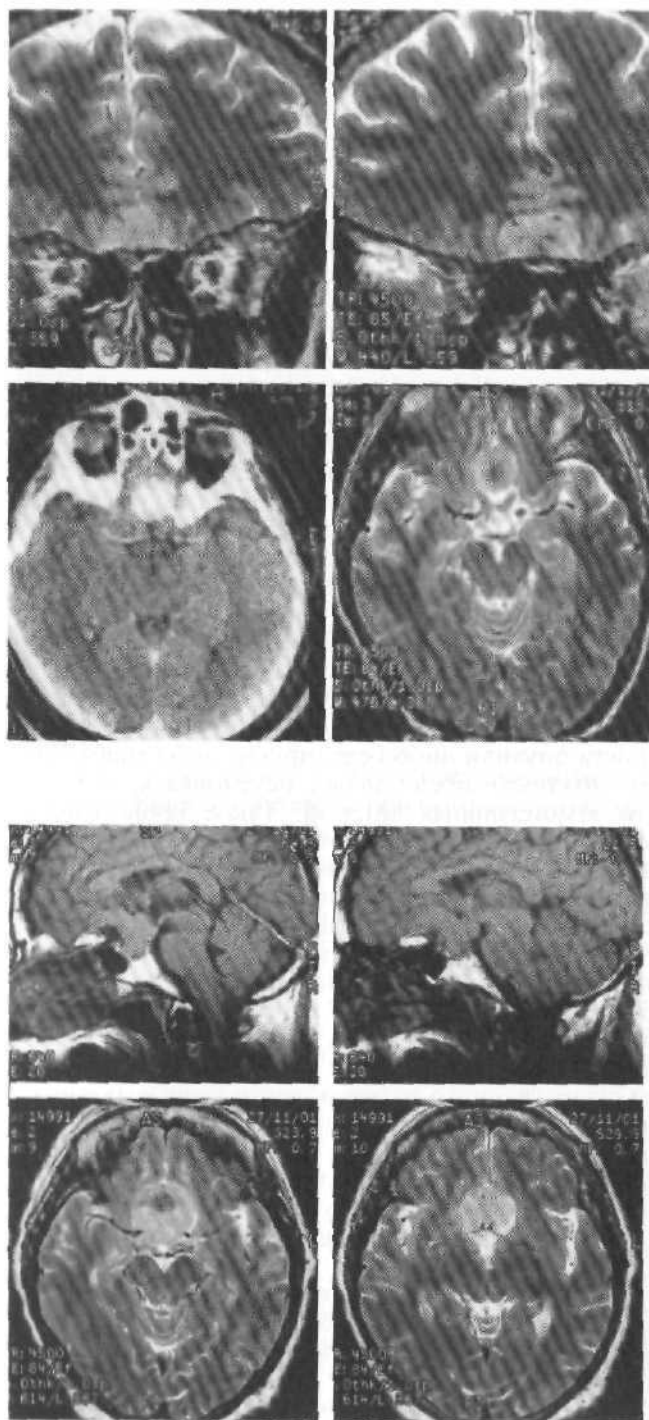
Менингиома площадки основной кости. МРТ, T_2 -режим. КТ с контрастным усилением (слева внизу).
